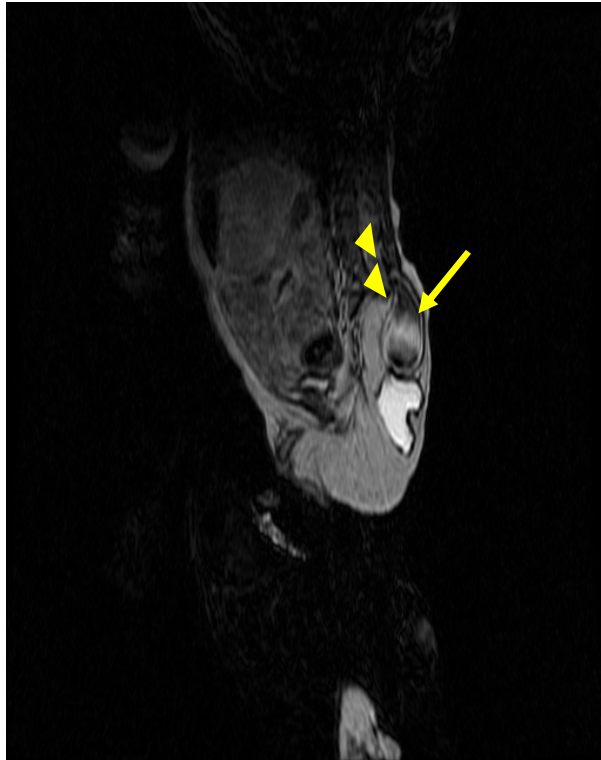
Coupe sagittale en T2 de l'IRM pelvienne montrant l'agénésie sacrée s'étendant de L4 (triangles) et le méningocèle sacré rétro-rectal (flèche).
